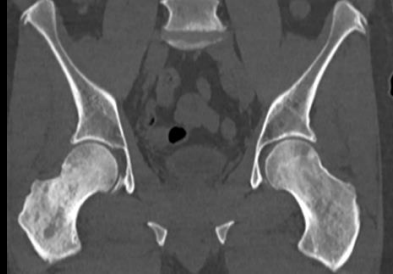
Imagerie – TDM, Scintigraphie osseuse et TEP-TDM
